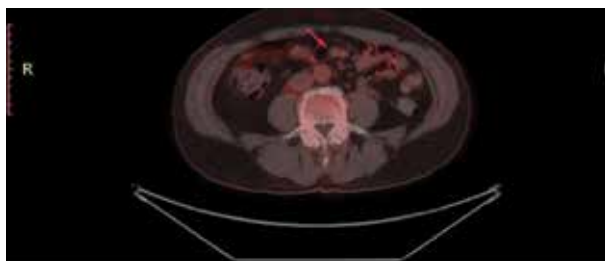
ПЭТ/КТ от 17.11.2022
